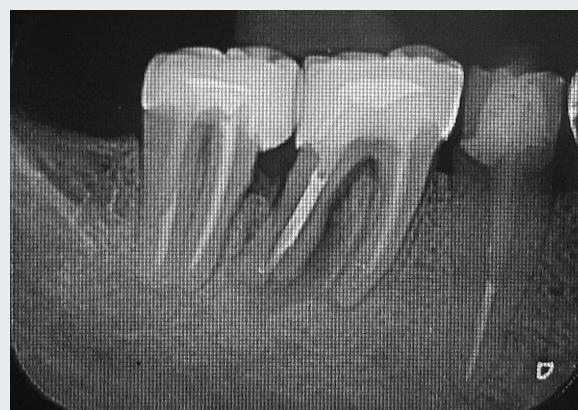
Radiografia periapical dos molares inferiores mandibulares (lado direito). Observe a fratura no aspecto distal e a lesão associada.
